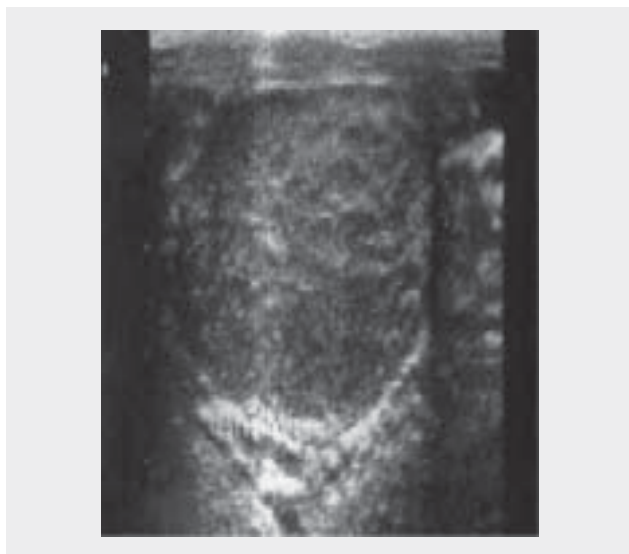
Image échographique du testicule en coupe longitudinale : aspect hétérogène multimicronodulaire.
